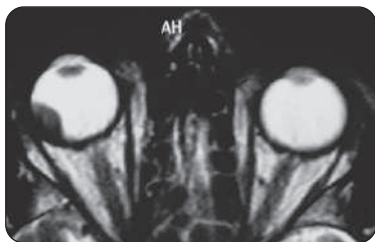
IRM axiale en séquence T2 d'un mélanome à droite
